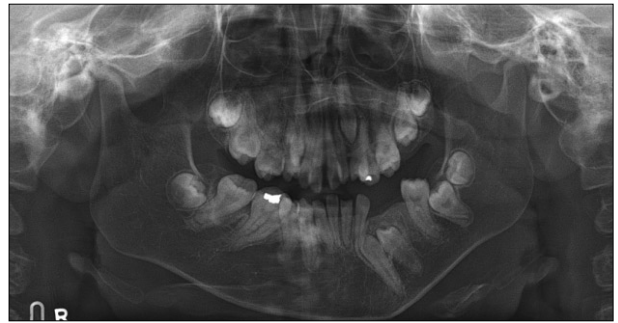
Panoramic radiograph. (Age: 11 years 3 months)
